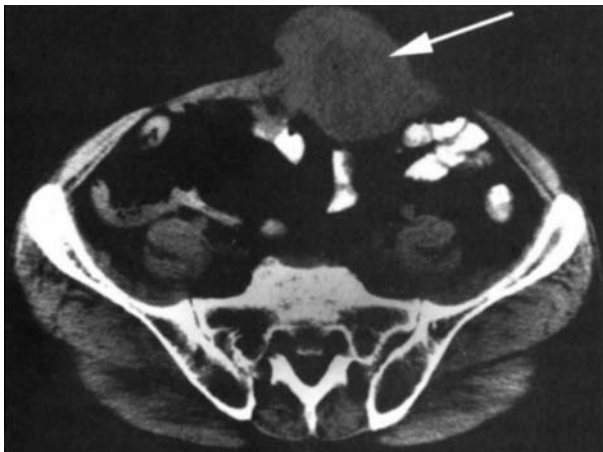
Estudos de imagens com tomografia computadorizada evidenciando recorrência tumoral em sítio de portal nove meses após a realização de nefrectomia radical para carcinoma de células renais com a técnica *hand-assisted*.⁷⁸
